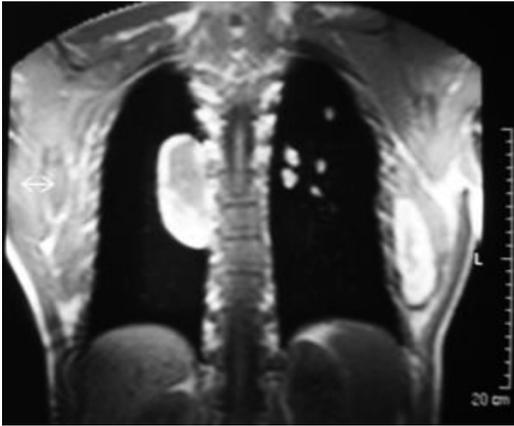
L'RM conferma la presenza di un ematoma inferiormente all'apice della scapola, profondamente al muscolo gran dentato, e risulta di grande ausilio nel definire il contenuto ematico dello pneumatocele escludendo complicanze infettive.
